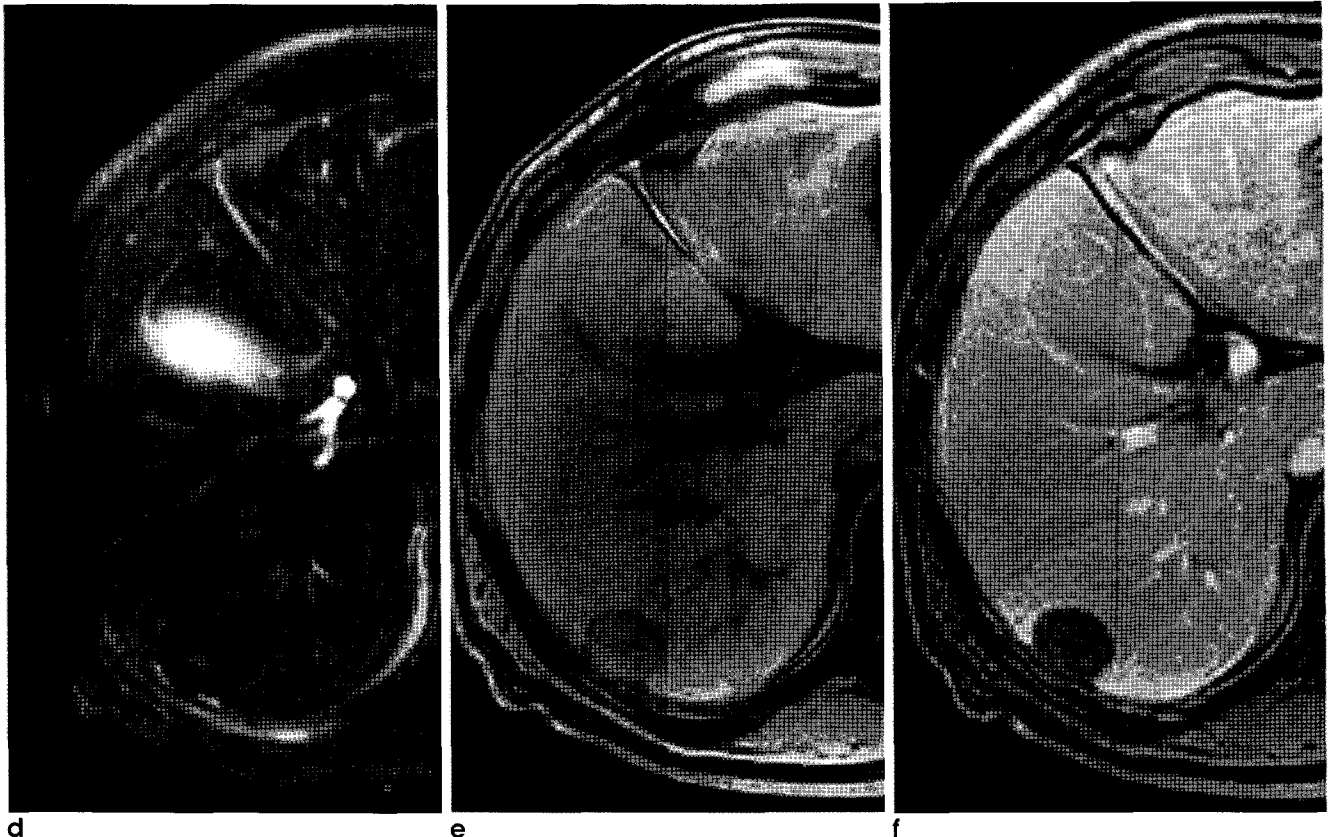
A 77-year-old male with a solitary necrotic nodule in subcapsular portion of segment VI of liver, showing target appearance. d. T2-weighted 3T MRI shows a well-defined, hypointense nodule with smaller central hyperintense area. e. T1-weighted 3T MRI with fat saturation shows a well-defined, hypointense nodule with central more hypointense area. f. 3D GRE dynamic MRI after gadolinium injection shows no significant enhancement.
